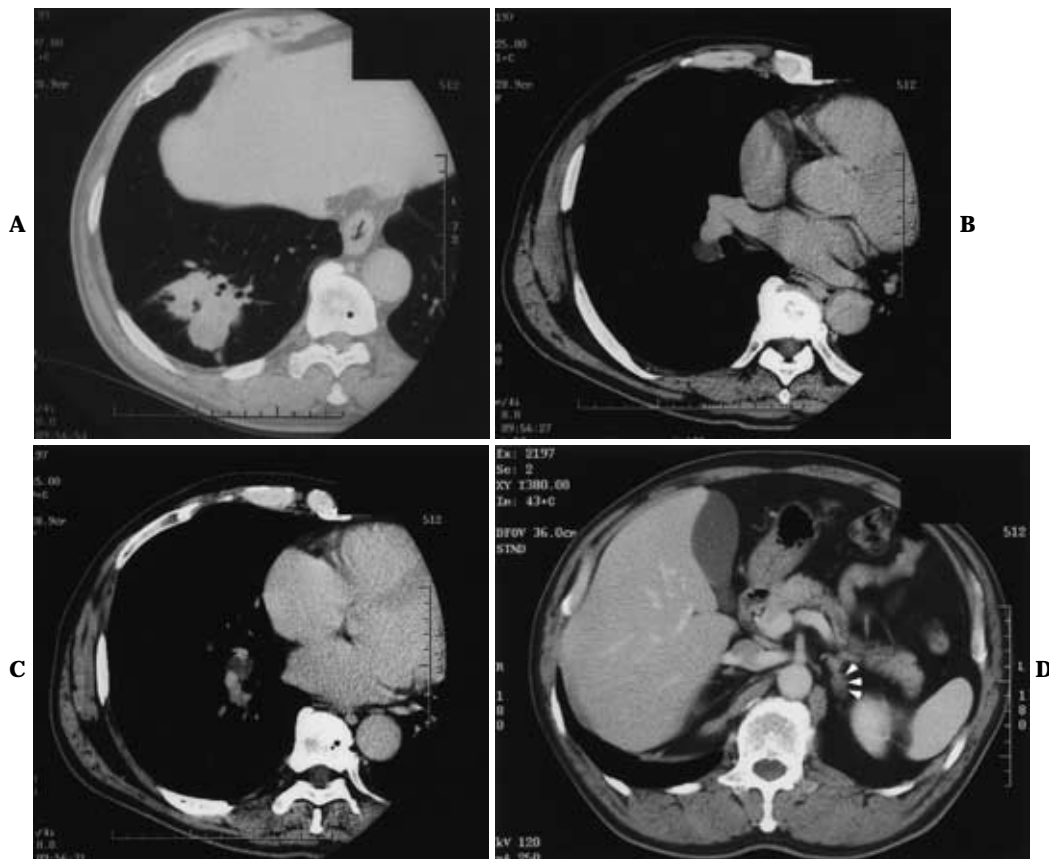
Chest CT scan shows a mass in S⁹ of the right lung with pleural indentation (A), swelling of lymph nodes (#11s: B, #11i: C) and the left adrenal gland (arrow head: D)
